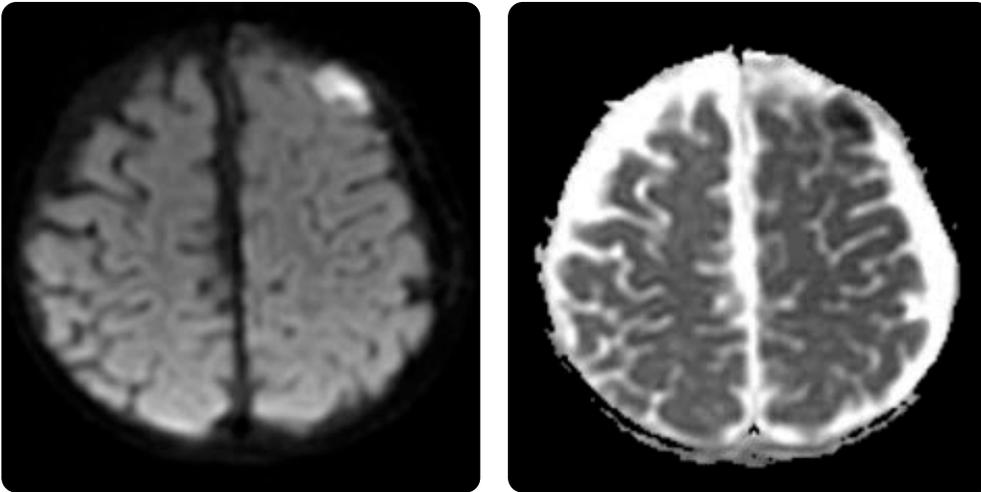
RM, secuencias de difusión y mapa ADC. Restricción del foco subaracnoideo frontal izquierdo, hallazgo que permite considerar etiología infecciosa (empiema).
